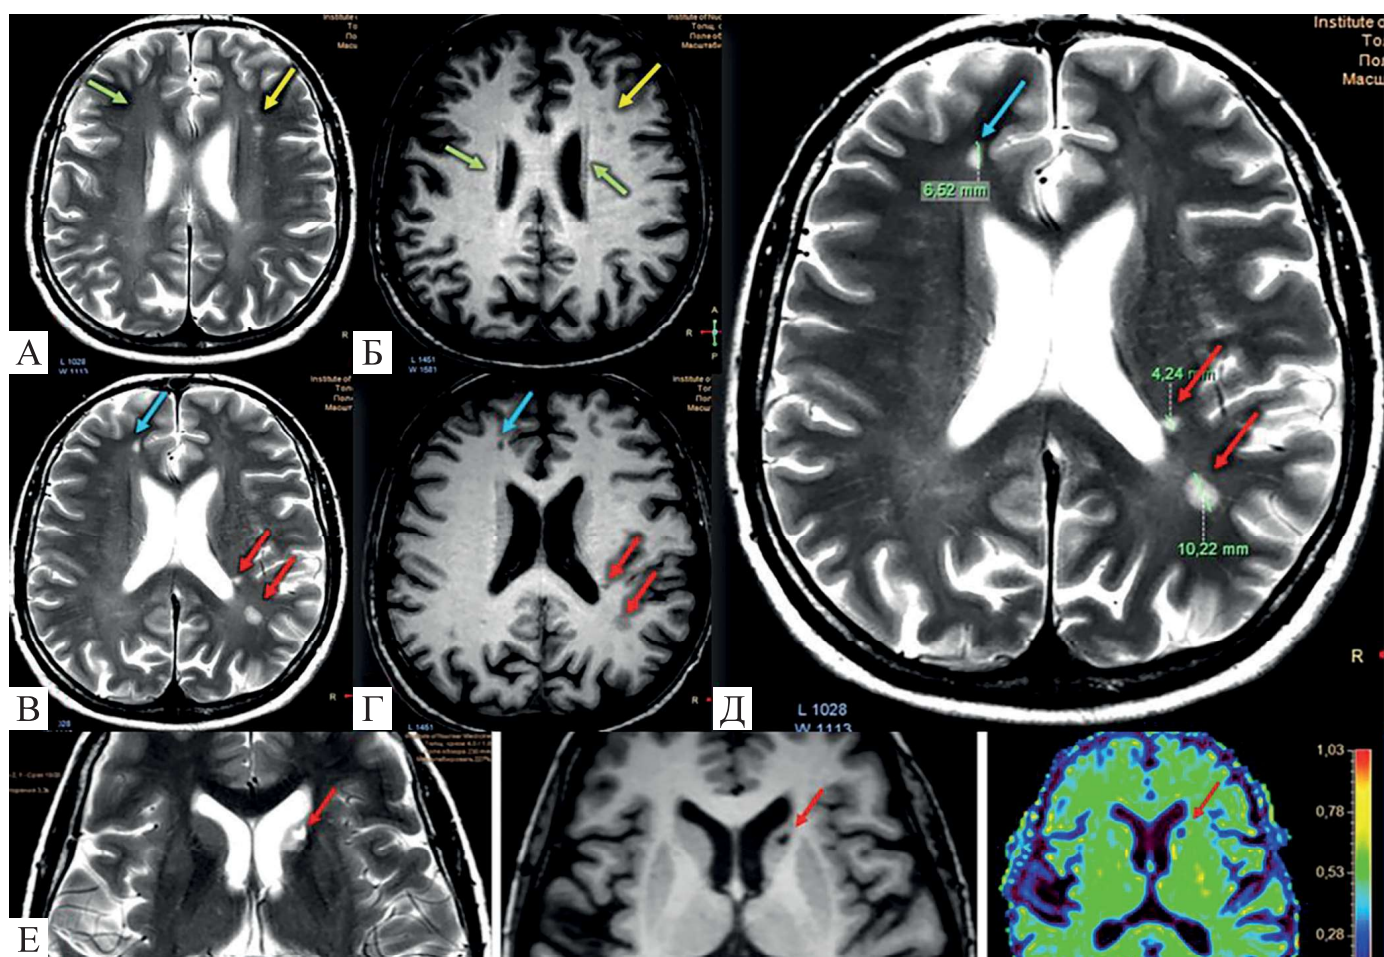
Візуальні МРТ- ознаки ЦХМС (T₂WI, T₁WI): ГІ_{ПВГБРГМ} – помірне (до 4,5) гіперінтенсивне “halo” (А,Б - зелені стрілки); РПВП – кривлюра в лівій ПФД діаметром 6,62 мм (В, Г, Д – сині стрілки); ГІ_{ГБРГМ} – субкортикальні осередки правої ПФД (А, Б – жовті стрілки); ЛІ в ГБРГМ праворуч 4,24 і 10,22 мм в діаметрі (В, Г, Д – червоні стрілки). (T₂WI, T₁WI, DWI): наслідки ЛІ в перивентрикулярній ГБРГМ праворуч (Е).
